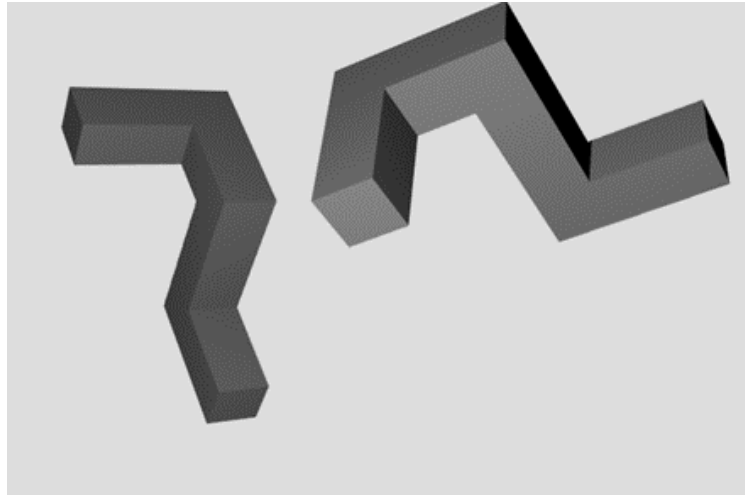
Beispielaufgabe aus dem 3-D-MRT (eigene Darstellung)
